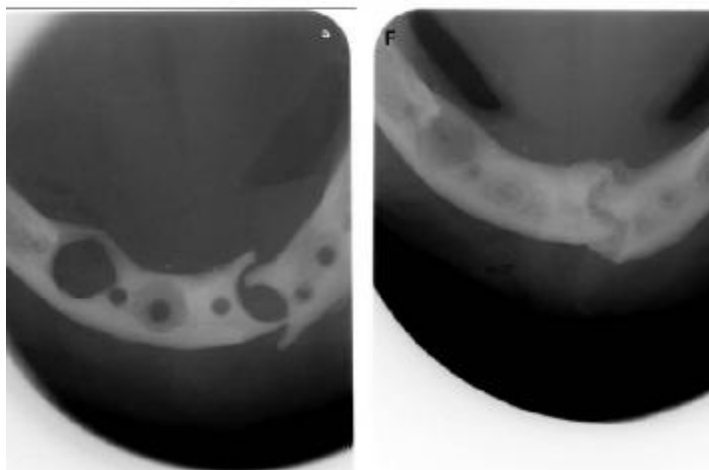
(cont'd). D, The Bosker transmandibular implant was removed under local anesthesia. After removal, large defects remained in the mandible. E, Axial radiograph of the mandible 1 week after removal of the transmandibular implant shows a fracture. F, Axial radiograph of the mandible after putting the patient on a soft diet. The fracture site shows signs of appropriate healing.
